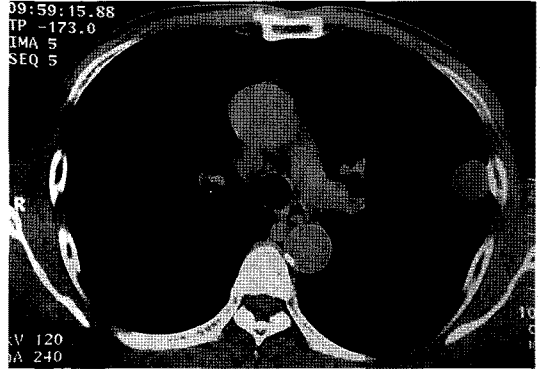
Computed tomography revealing a well demarcated and heterogeneously enhanced small tumor.
